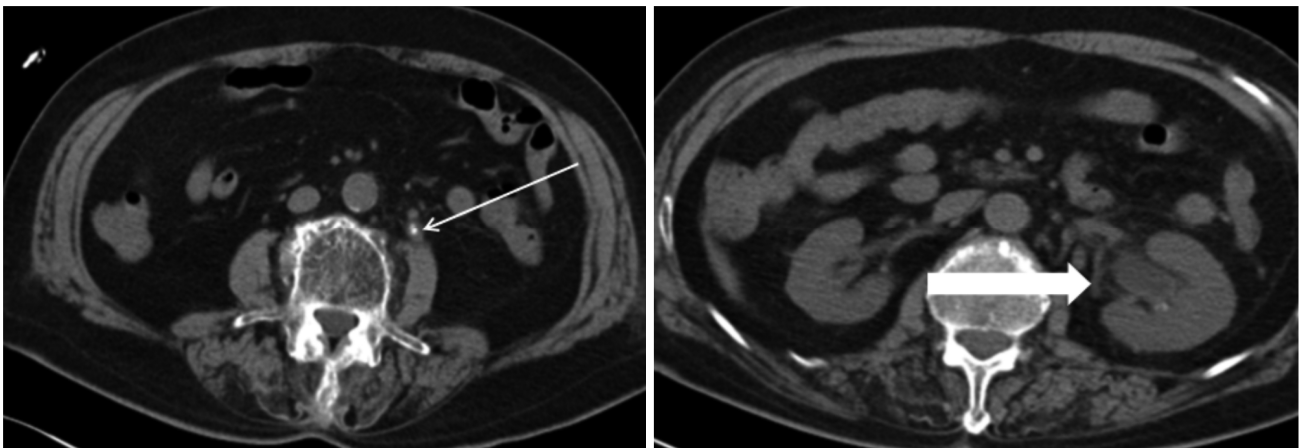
Abdomino-pelvic computed tomography revealed a left ureter stone and hydronephrosis (thin arrow indicates the ureter stone [left], thick arrow indicates the hydronephrosis [right]).
